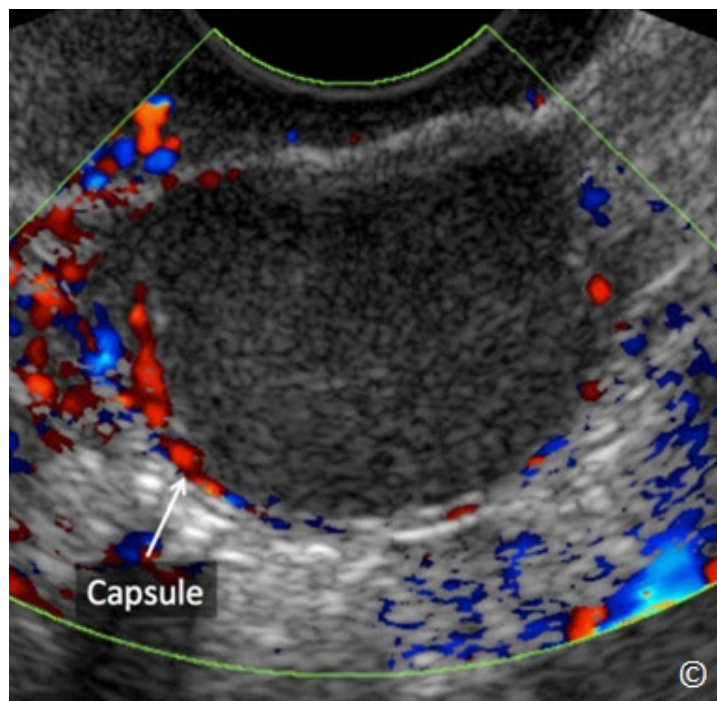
Ultrasonido transvaginal con Doppler en color de un endometrioma que muestra la ausencia de vascularización de baja velocidad en el contenido de la masa. Se puede demostrar flujo vascular en la cápsula (rotulado).
